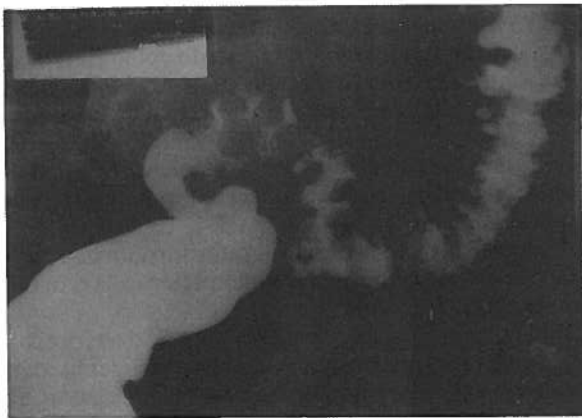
Doente 1 Espasticidade e inúmeros divertículos da sigmoideia 3 semanas mais tarde, quando o doente não tinha já queixas. Nesta altura a ecografia tornara-se normal
